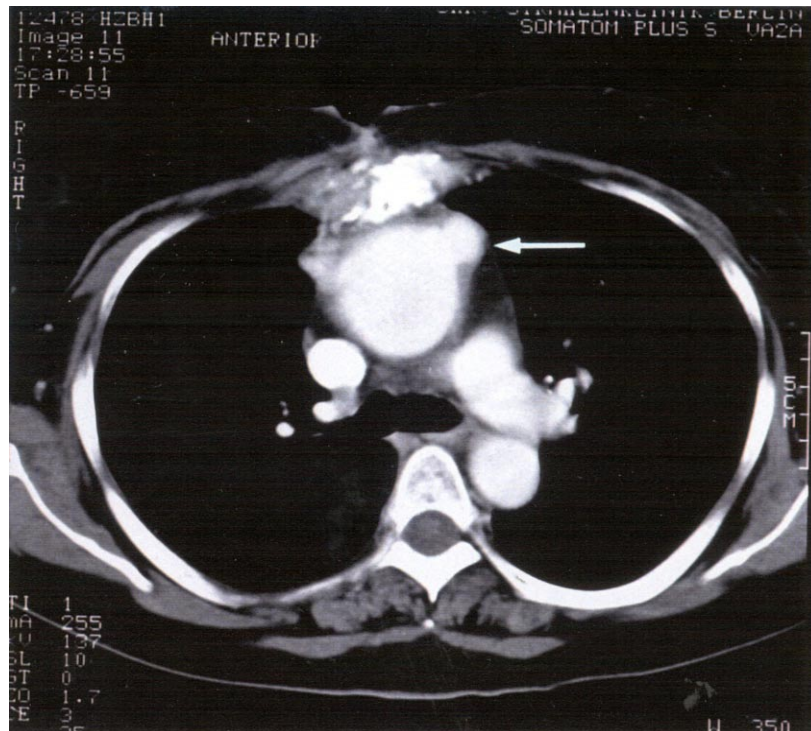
Computertomographie eines mykotischen Aneurysmas (\uparrow) der Aorta ascendens nach orthotoper Herztransplantation im Bereich der aortalen Anastomose bei Patient Nr.5.
